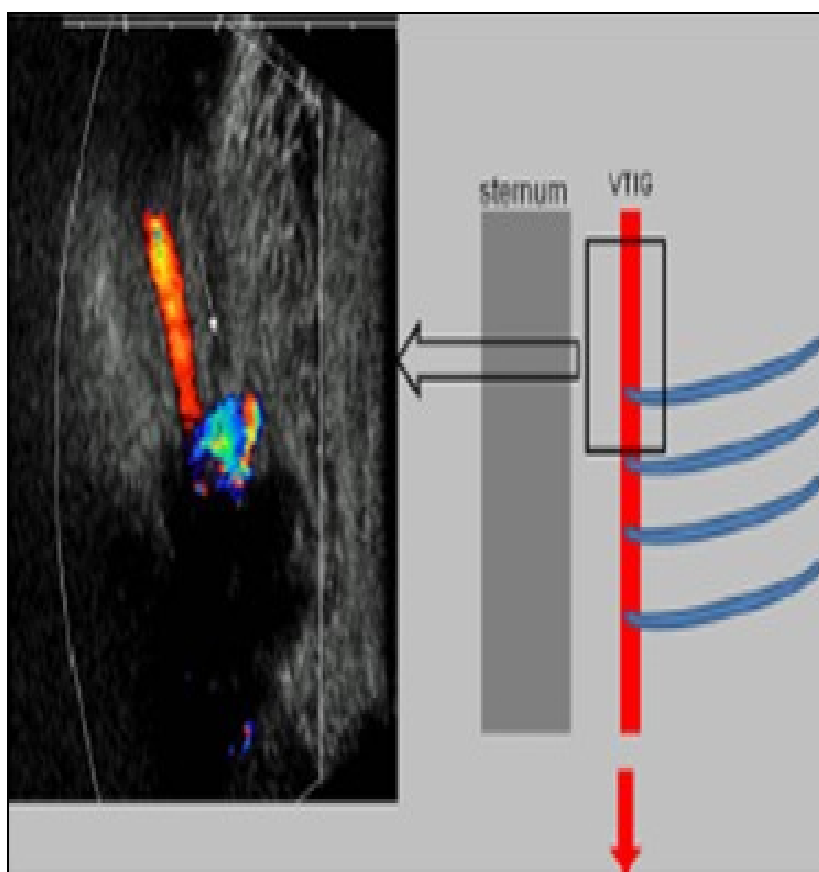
Suivi en échographie doppler d'un syndrome cave supérieur. Plan échographique sagittal para-sternal. L'échographie Doppler permet de déterminer le sens du flux dans la veine thoracique interne (VTI). Un flux inversé du haut vers le bas (flèches) est en faveur d'une obstruction de la veine cave supérieure [27].
